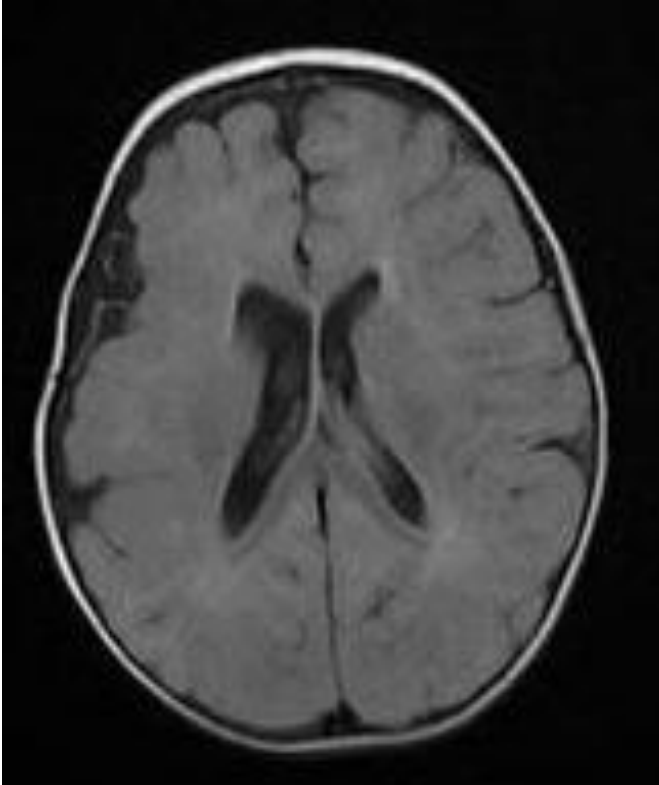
Olgu 10: 4 yaşında kız hasta, KSNİK: Ardışık Beyin FLAIR MRG kesitlerinde (a, b) korpus kallozum posterioru izlenmiyor (korpus kallozum hipogenezisi). Ayrıca kolposefali eşlik etmektedir.
